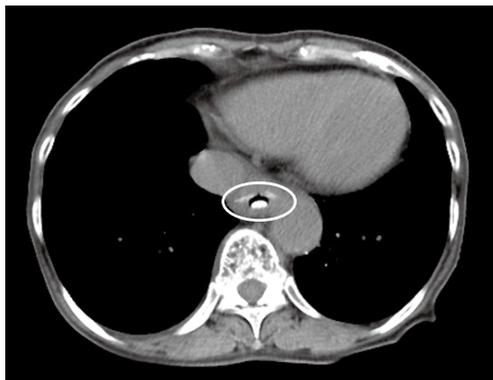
胸部 CT による誤嚥した Press through package の検出
